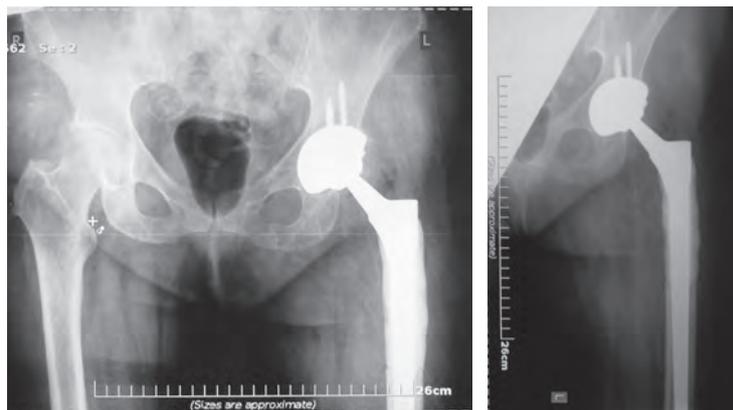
Рентгенограммы пациентки Н., 65 лет, с хондросаркомой проксимального отдела левой бедренной кости и патологическим переломом шейки бедра
